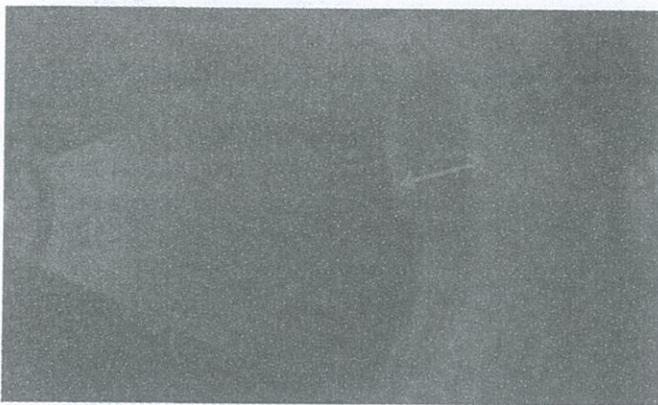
Ecografía ocular derecha (OFTALMOTEC) revela masa de 5.89 mm de alto, que se continúa con engrosamiento coroideo.
